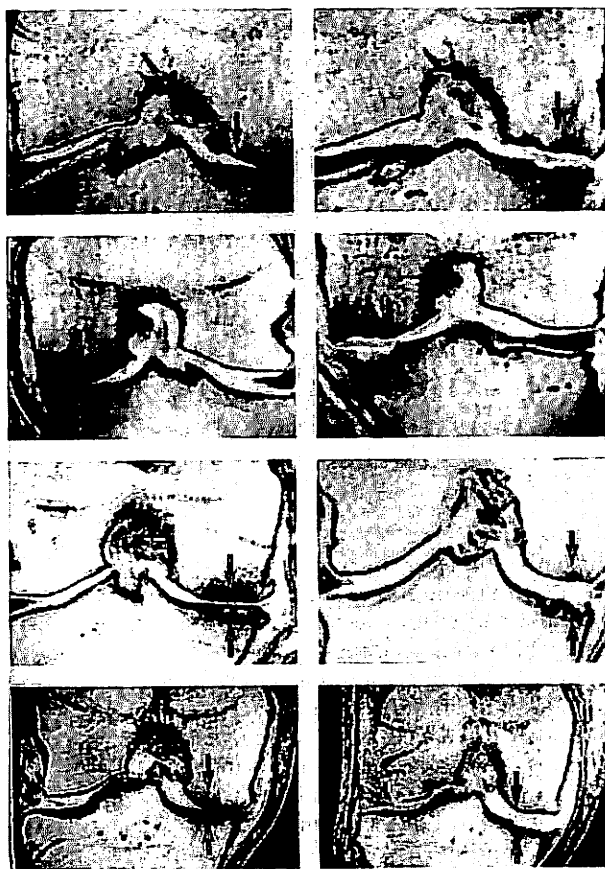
Left : Pre-operative MRI with cartilage loss ; right : Repair tissue in MRI.
